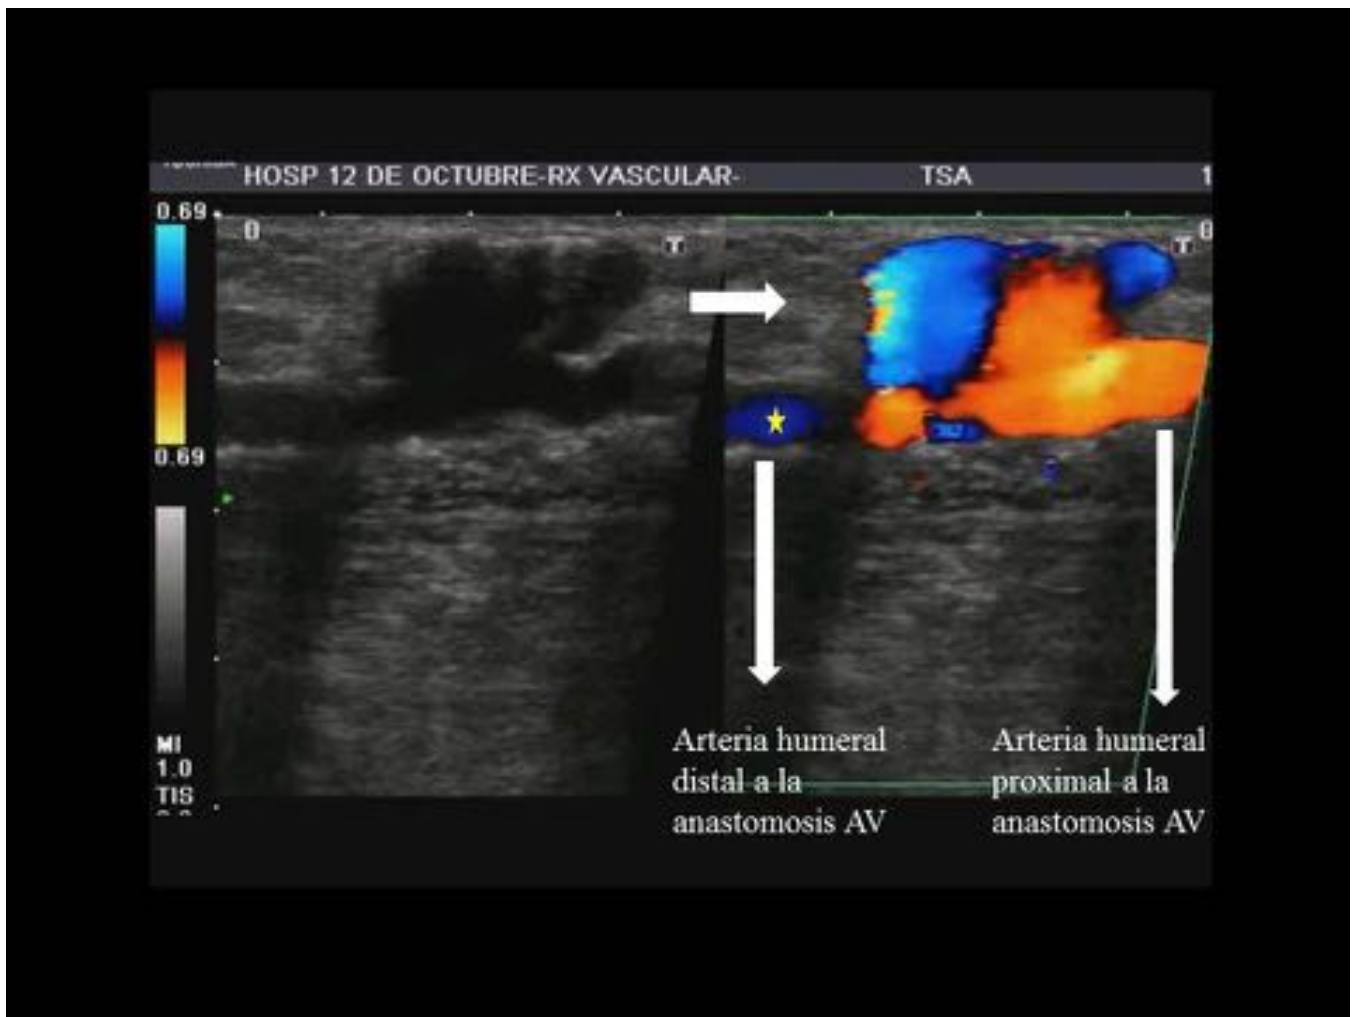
Síndrome de robo. El volumen de flujo de la fístula era > 2 l/min, compatible con hiperaflujo. Con la ecografía Doppler color, se evidencia un fenómeno de robo, con flujo invertido (retrógrado) en la arteria humeral distal a la anastomosis AV (asterisco) siendo de sentido normal (anterógrado) en la arteria humeral proximal a la anastomosis.
